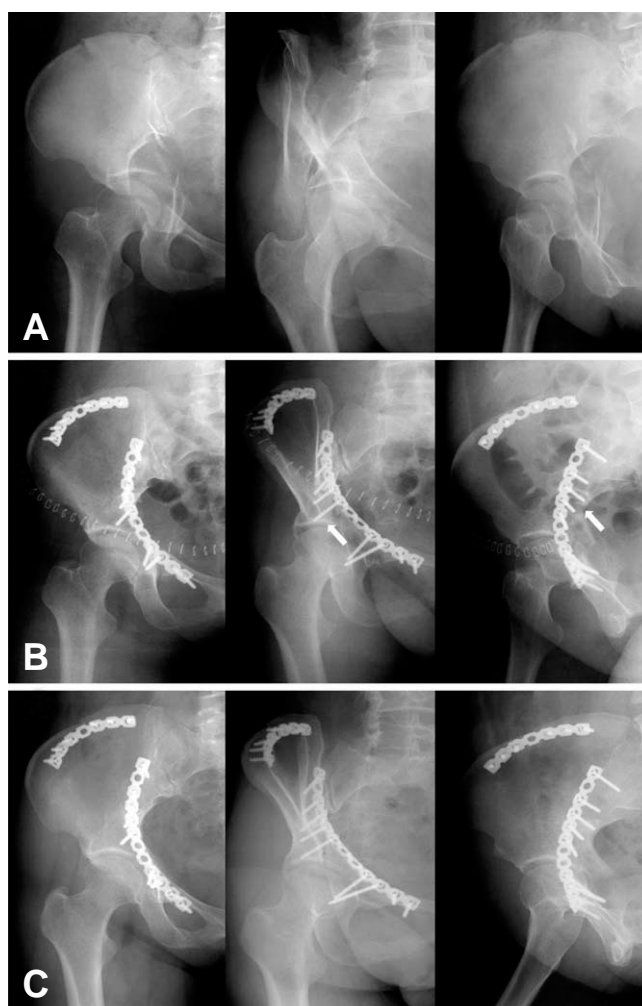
(A) Preoperative radiographs of a 49-year-old female show comminuted acetabular both column fracture. (B) Postoperative radiograph shows anatomical reduction of both column and long screw used for fixation of posterior column (arrows). (C) Radiographs obtained 3.3 years after surgery show complete union without complication.
